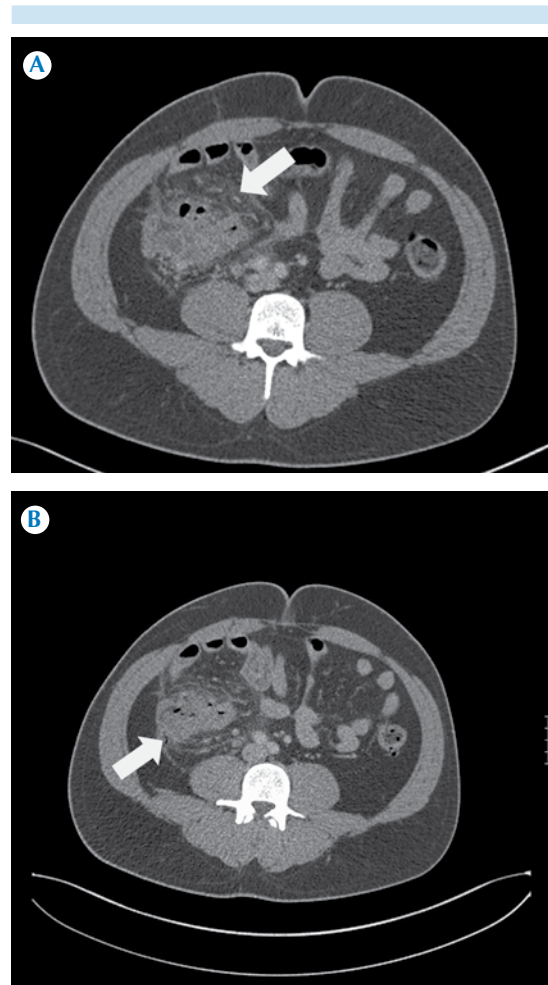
Paciente masculino de 38 años de edad, con síndrome doloroso abdominal agudo y antecedente de apendicectomía. La tomografía computada abdominopélvica puso de manifiesto la apendicitis del muñón apendicular.
